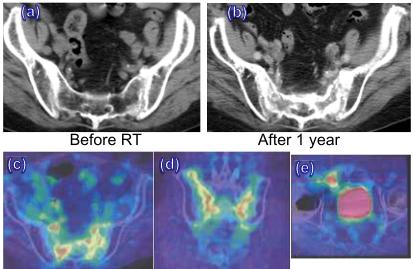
An 81-year-old woman who received RT alone for stage IIIB cervical cancer with taking menatetrenone developed pain in lower back and buttocks without any particular incentive at 1 year after RT. She experienced difficulty walking, and was hospitalized for detailed examination and treatment. (a) before RT (b) 1 year after RT. If of sacroiliac joints (c) PET-CT 1 year after RT. uptake of bilateral sacroiliac joints increased, axial image (d) corinal image (e) If of right public bone, uptake of right pubic bone increased
